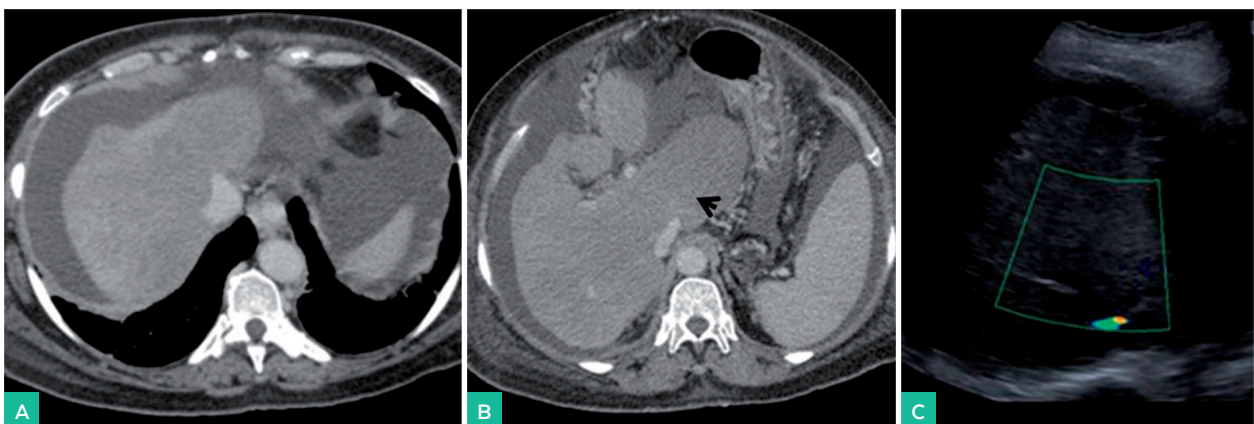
Síndrome de Budd-Chiari en fase crónica. Imagen A y B: TC abdomino pélvico con contraste endovenoso. Imagen C: Ecografía. Hígado disminuido de tamaño con hipertrofia compensadora de lóbulo caudado. Vena cava inferior intrahepática (flecha negra) con una marcada disminución de calibre con venas suprahepáticas no visibles y sin flujo en Doppler. Signos de hipertensión portal con repermeabilización de la vena paraumbilical, esplenomegalia y ascitis.
